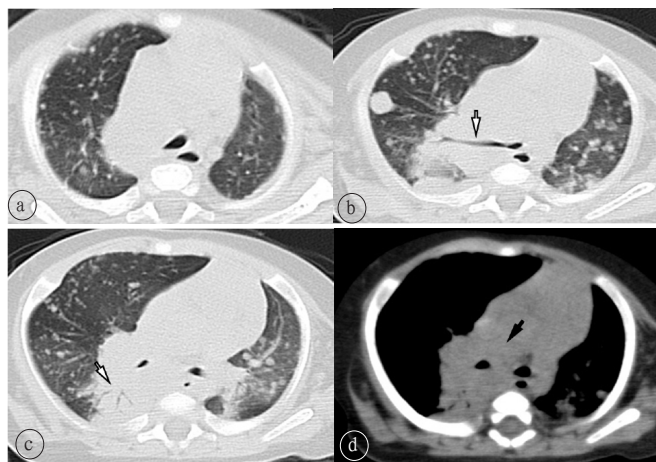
患儿男, 5个月, 耐多药(异烟肼、利福平、链霉素)肺结核。a. 胸部CT表现为两上肺广泛分布小结节影, 密度不均, 部分病灶边缘欠清; b. 右上肺见大小不等结节影及实变影, 右主支气管、右上肺支气管及中间段支气管狭窄(白箭), 左上肺见模糊结节影; c. 右上中肺及左上肺见广泛分布的结节影, 左上肺以磨玻璃结节影为主, 右下肺见实变影, 且见支气管充气征(白箭); d. 纵隔及肺门多发淋巴结肿大(黑箭)。
